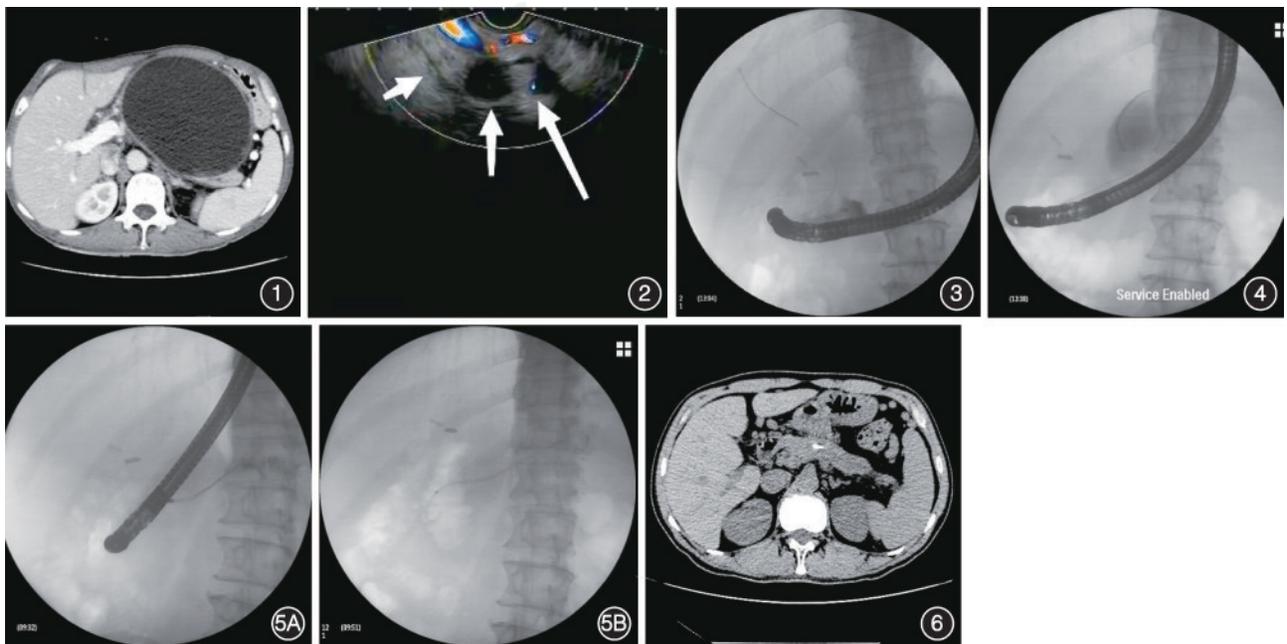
腹部增强CT示胰体尾旁囊肿,大小约14.0 cm×10.6 cm,囊肿远端胰腺组织均匀强化 图2 超声内镜示胰头部胰管不扩张(短箭头),胰体尾部囊肿(中箭头),胰尾部胰管扩张并与囊肿腔相通(长箭头) 图3 第1次经内镜逆行胰胆管造影术治疗,胰头段胰管及囊腔显影 图4 第2次经内镜逆行胰胆管造影术治疗,导丝于胰体尾部囊肿腔内成圈 图5 第4次经内镜逆行胰胆管造影术治疗 5A:胰尾部胰管扩张;5B:跨越断裂胰管置入胰管支架 图6 术后腹部CT示胰管支架在位,囊腔吸收
